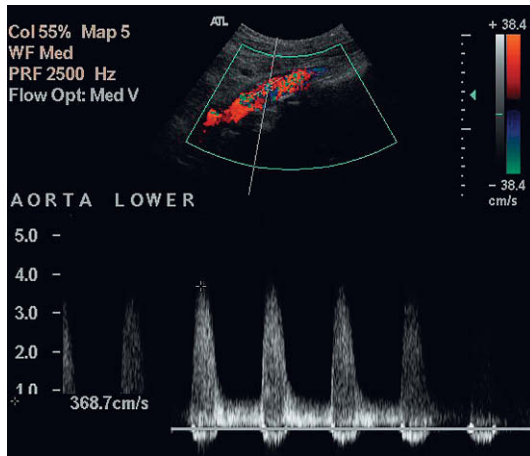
Imagen de Doppler color de una estenosis del segmento aórtico medio que muestra una significativa turbulencia y una velocidad sistólica máxima de 3,7 m/seg.
